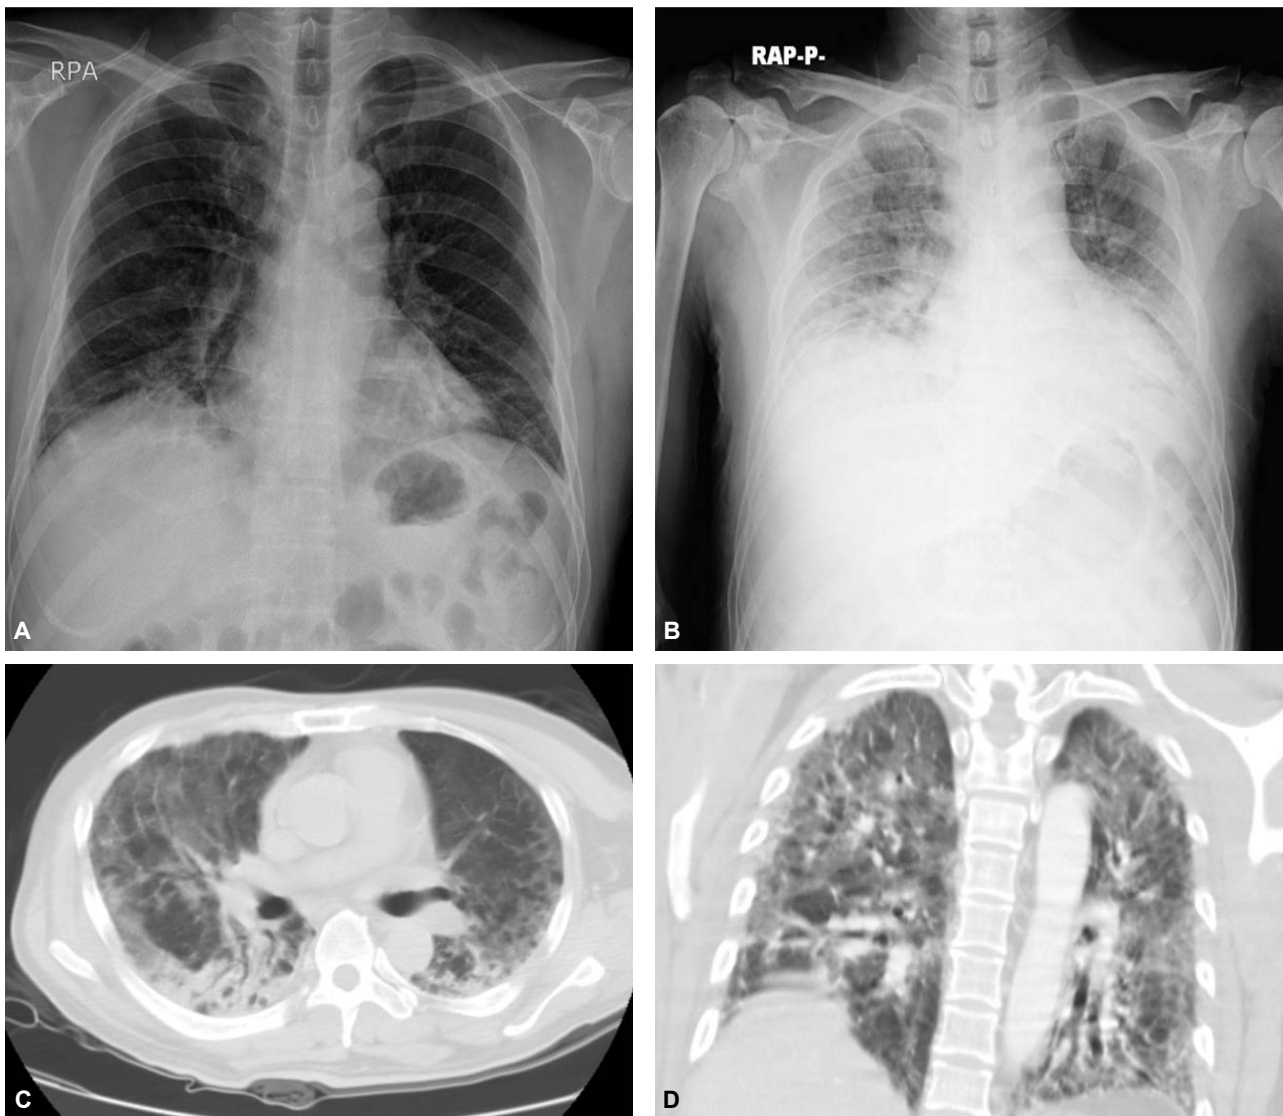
Initial chest X-ray (A) shows no active lung lesion. After 1 month of follow-up, chest X-ray (B) shows ground glass opacities in both lung. High resolution CT (C, D) shows interstitial septal thickening with geographic pattern of ground glass opacity and consolidation.
